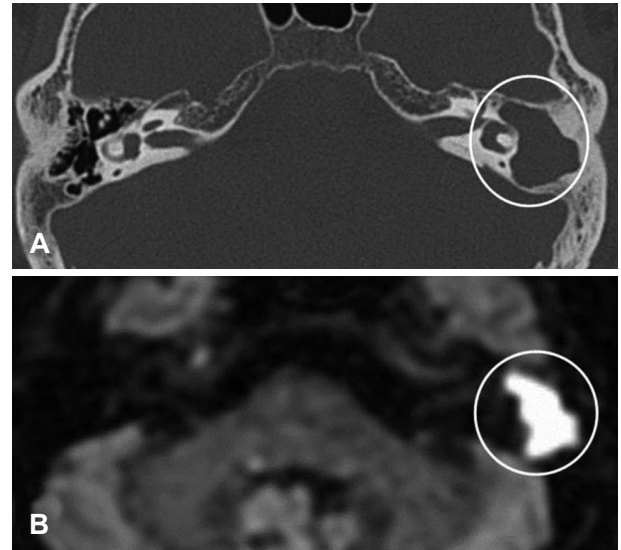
TBCT shows soft tissue filling the mastoid cavity (A). And shape of high signal intensity of PROPELLER diffusion-weighted imaging (B) reflects the soft tissue density at TBCT. TBCT: temporal bone CT.
